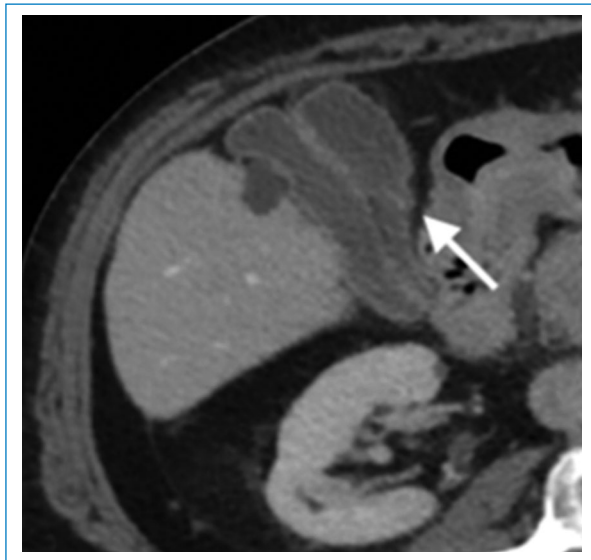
Varón de 60 años en estudio por dolor abdominal. TC de abdomen con contraste endovenoso, fase portal, plano axial, que muestra una vesícula bilobada o septada (flecha) con un cuello común.
